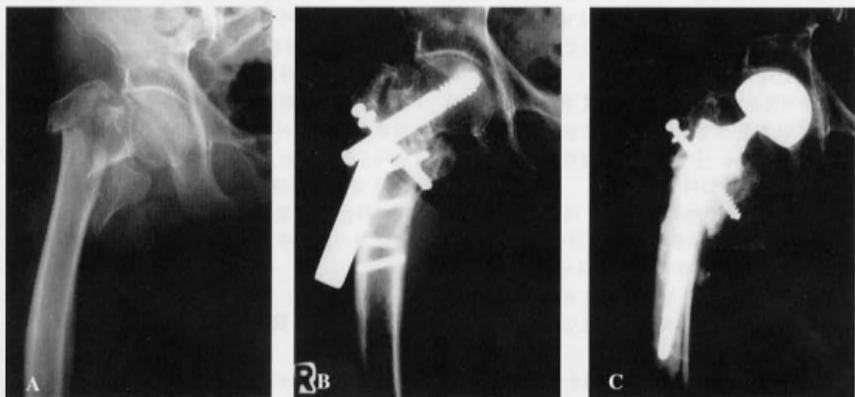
Preoperative AP radiograph of unstable intertrochanteric fracture.
